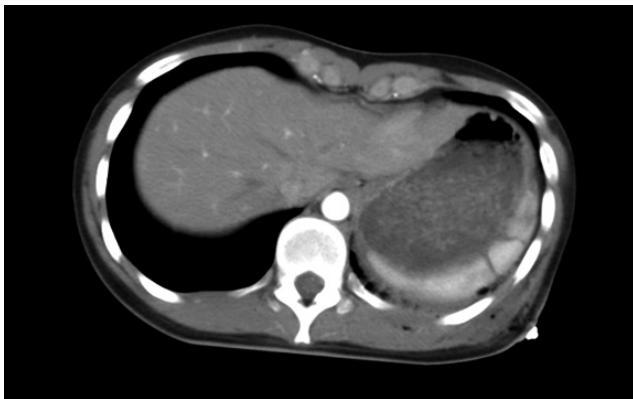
TC DE ABDOMEN COM CONTRASTE EV, FASE ARTERIAL, DEMONSTRANDO PROJÉTEL ALOJADO EM FLANCO DIREITO / DORSO, LESÃO DE DÉCIMO PRIMEIRO ARCO COSTAL A ESQUERDA, E SINAIS DE LÍQUIDO LIVRE E LESÃO ESPLÊNICA A ESQUERDA.
